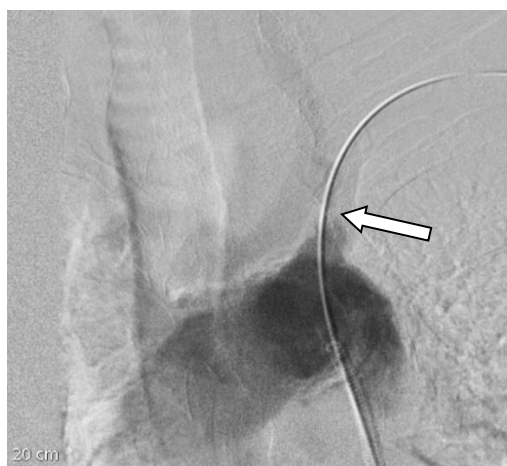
Рентгенконтрасна ангіограма встановлення провідника в просвіт лівої ПКА.
